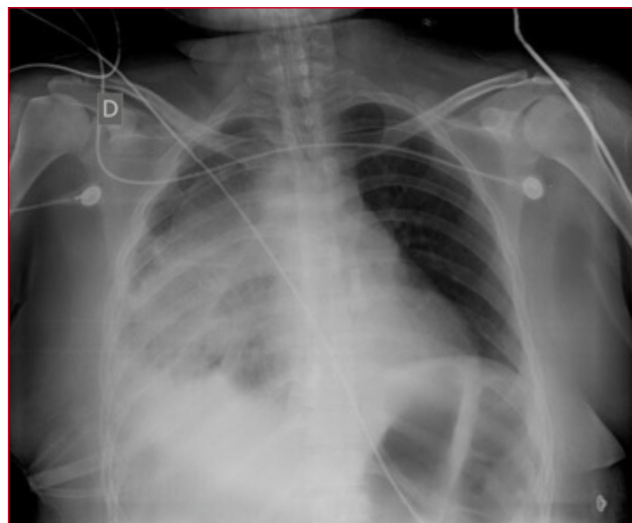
Radiografía de tórax de control posoperatorio. Se observa radiopacidad en el hemitórax derecho correspondiente a la zona del tumor, con ocupación del ángulo costofrénico debido al derrame pleural asociado.
